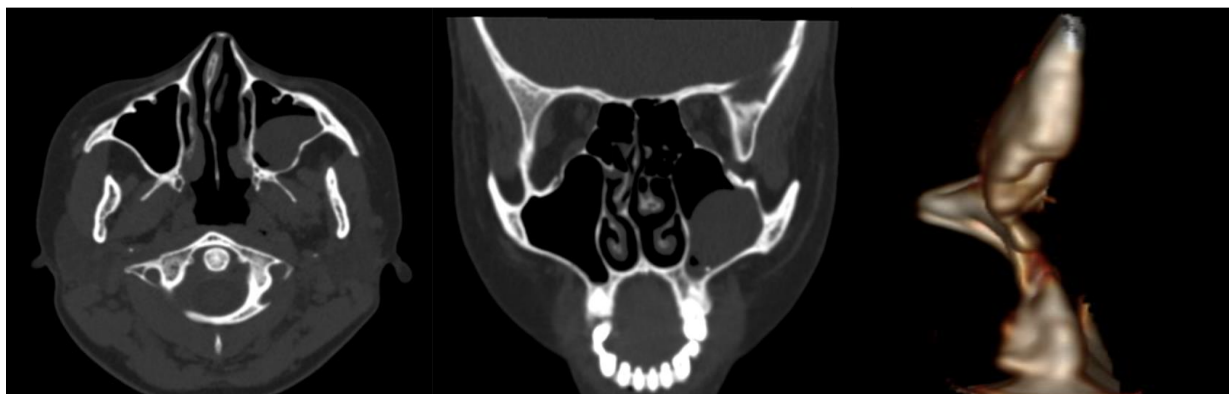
Аксиальные, фронтальные и 3D-реконструкции КТ носа до операции. Отмечаются деформация пирамиды носа, искривление перегородки носа и киста гайморовой пазухи
